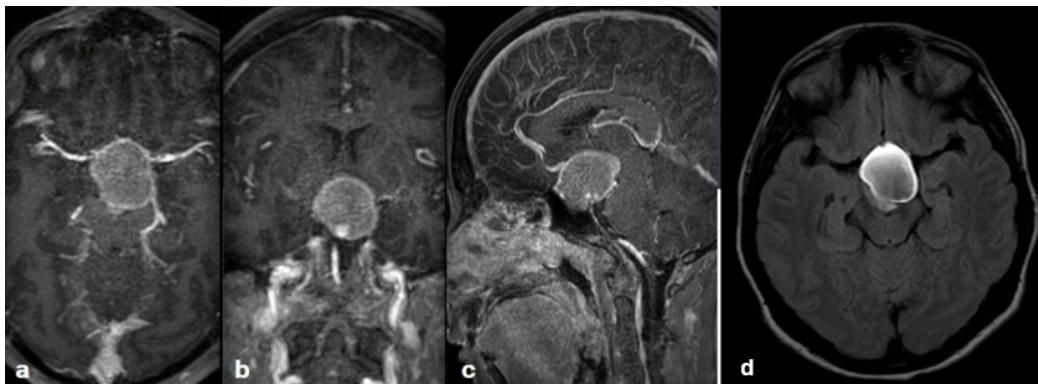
Resonancia magnética cerebral con contraste en cortes axial (a), coronal (b) y sagital (c). Se observa una lesión quística de aproximadamente 3.2cm, localizada en la región selar y supraselar, que produce compresión del quiasma óptico y de las estructuras adyacentes a la cisterna supraselar. Imagen de secuencia T2 FLAIR en corte axial (d) donde se observa lesión quística con señal hiperintensa.
